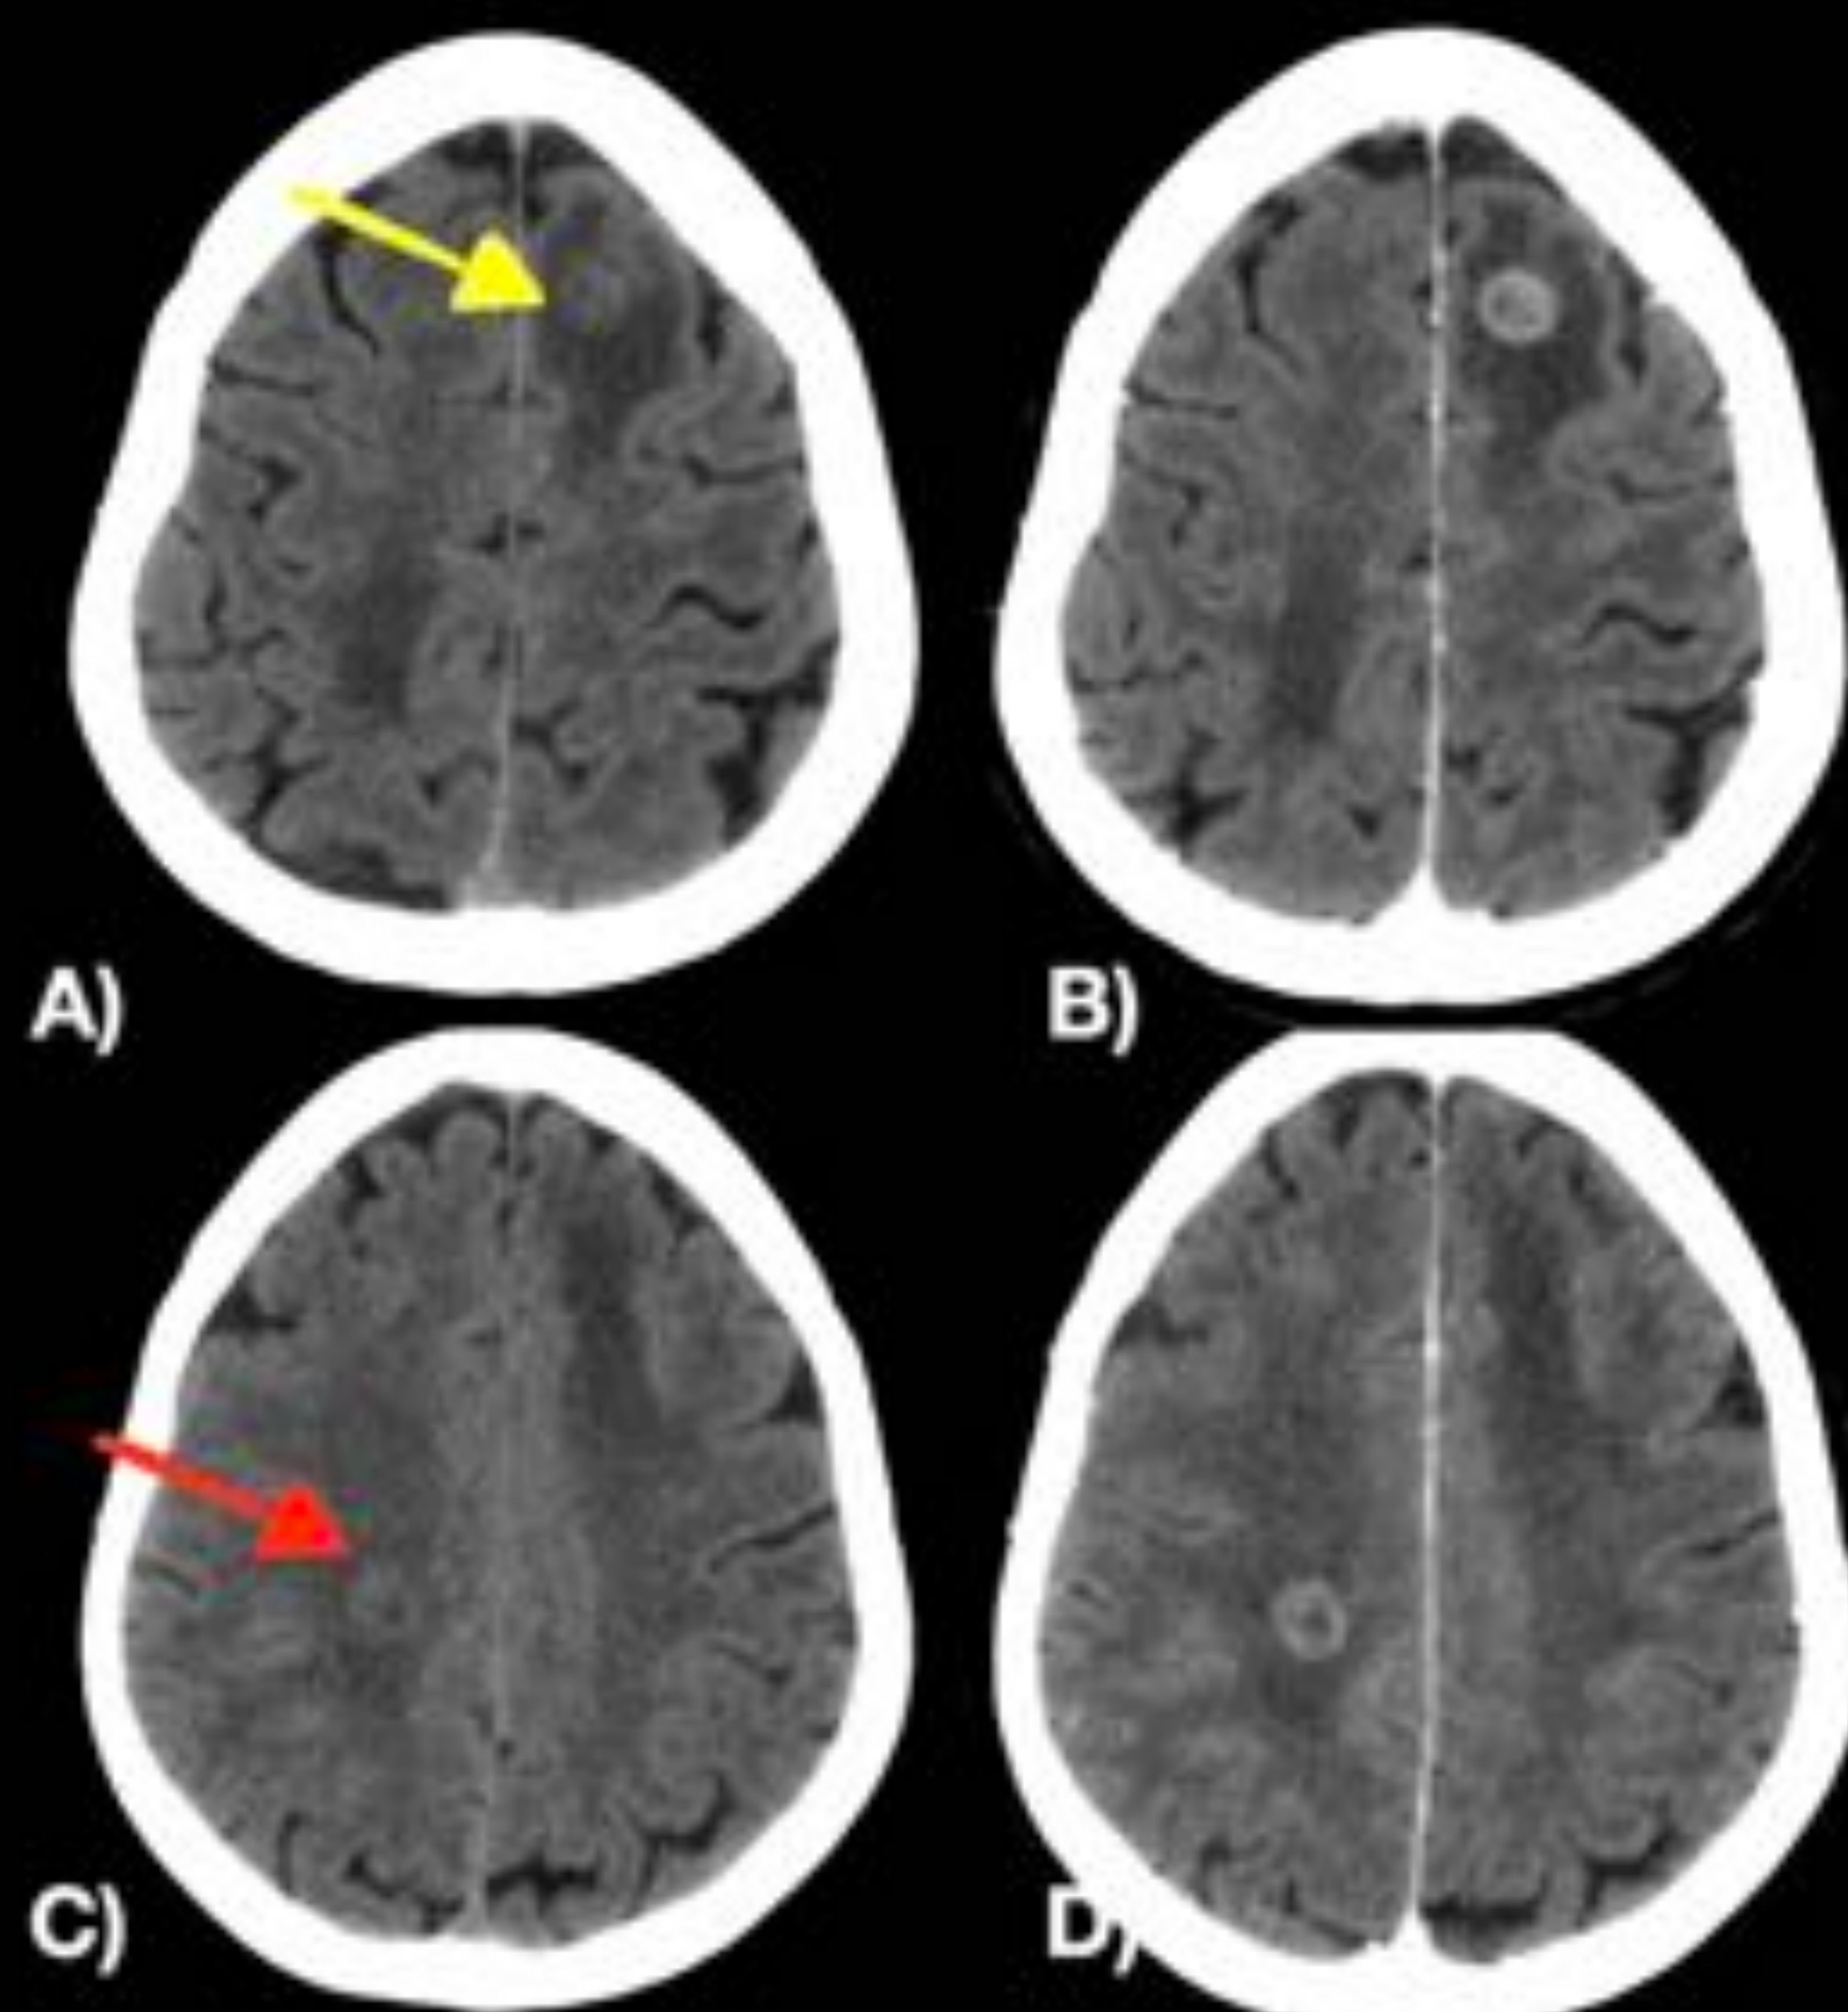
Paciente oncológico con clínica focal neurológica de nueva aparición. Se realiza TC sin contraste (A y C) y se visualizan áreas hipodensas subcorticales frontal izquierda (flecha amarilla) y parietal derecha (flecha roja), con pequeñas lesiones redondeadas ligeramente hiperdensas en su espesor que tras la administración de contraste (B y D) muestran captación gruesa "en anillo" con edema vasogénico circundante
